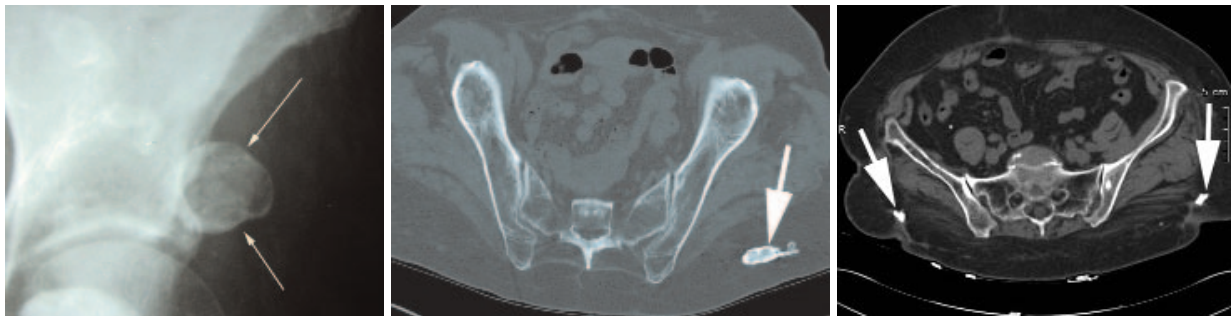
Ossifications fessières secondaires à des injections médicamenteuses (flèches) : la radiographie (à gauche) et le scanner (au centre, autre cas) montrent la texture cortico-spongieuse des anomalies ; à droite (autre cas), le scanner montre la localisation sous-cutanée des ossifications et les brides de tissu cicatriciel qui les relie au plan cutané.
